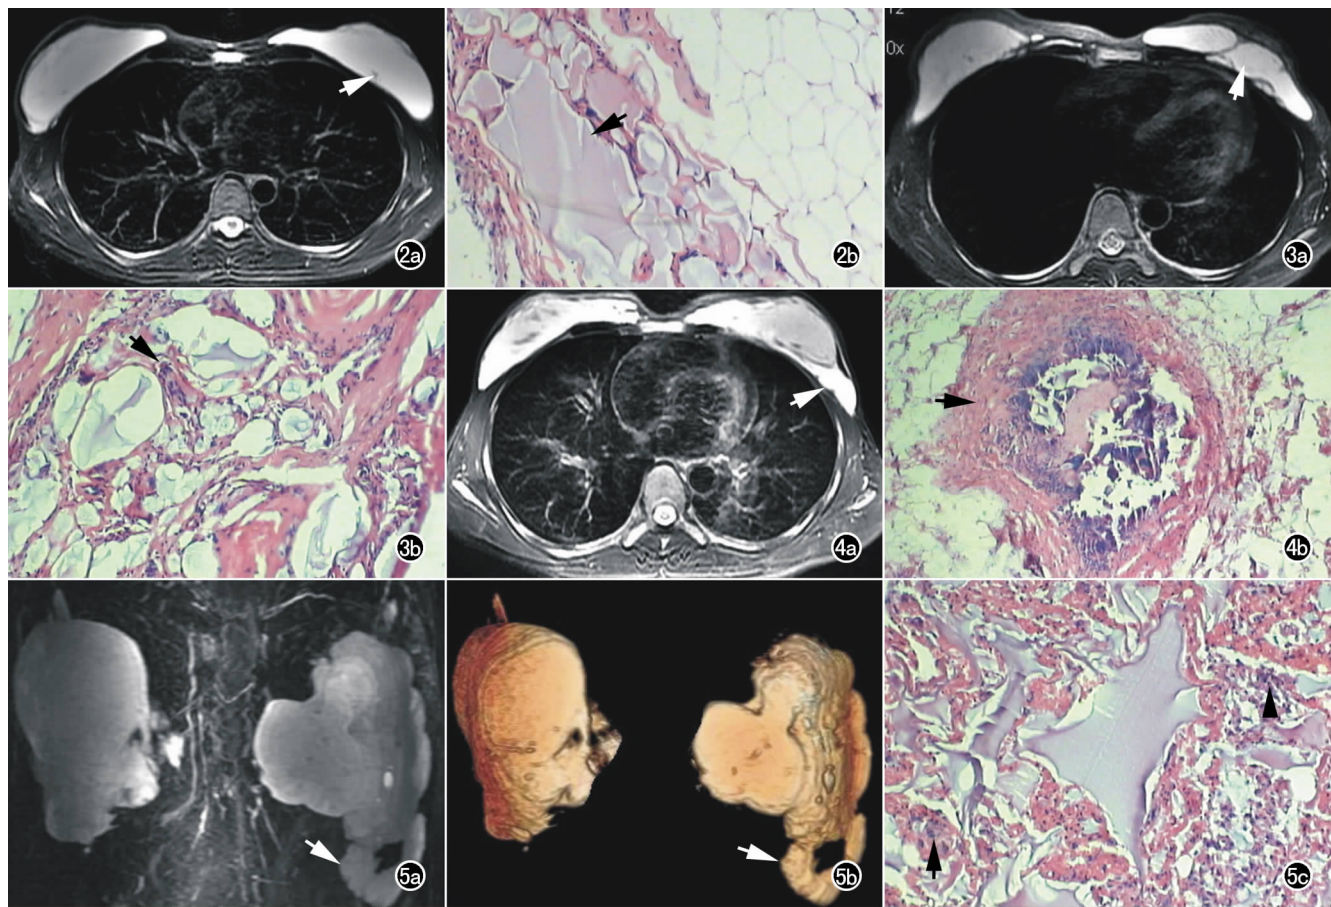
女,34 岁,PAAG 注射隆乳后 1 年 5 个月,无任何不适,见相关报道后心中恐惧要求取出假体。a) 横轴面 FRFSE T_2 WI 示假体轮廓完整,假体内出现“条丝征”(十级,箭); b) 镜下见 PAAG 染成蓝紫色(箭),PAAG 被纤维结缔组织分隔成大小不等的团块($\times 100$, HE)。 图 3 女,34 岁。PAAG 隆乳术后 3 年,双侧可触及多个包块。a) 横轴面 FRFSE T_2 WI 示假体轮廓不规则,形成游离的结节状分布于乳腺下间隙、乳腺内(++级,箭); b) 镜下示围绕 PAAG 碎粒出现一定量的淋巴细胞增生,许多淋巴细胞聚集形成淋巴滤泡(箭, $\times 100$, HE)。 图 4 女,37 岁,PAAG 注射隆乳术后 5 年。a) 横轴面 FRFSE T_2 WI 示外溢部分超出乳房以外达皮下(+++级,箭); b) 镜下示成纤维细胞增生较明显,胶原纤维的分泌而产生厚厚的包膜(箭, $\times 100$, HE)。 图 5 女,31 岁,PAAG 注射隆乳术后 6 年,左侧乳房包块肿痛伴发热 10 余天。a) MRH; b) MRI 3D-VR: 直观显示外溢部分超出乳房以外达胸壁肌肉内或皮下(+++级,箭),左侧为甚; c) 镜下示 PAAG 周围组织变性、成纤维细胞(箭)、淋巴细胞浸润和增生(箭头)明显($\times 100$, HE)。
